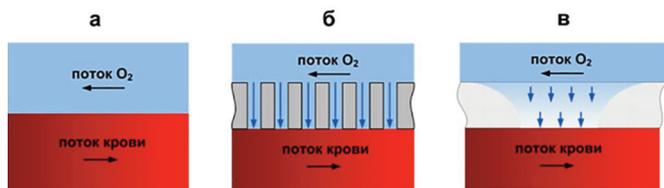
Контакт крови с газовой фазой в пузырьковом оксигенаторе (а) и мембранных оксигенаторах на основе пористых (б) и диффузионных мембран (в).
